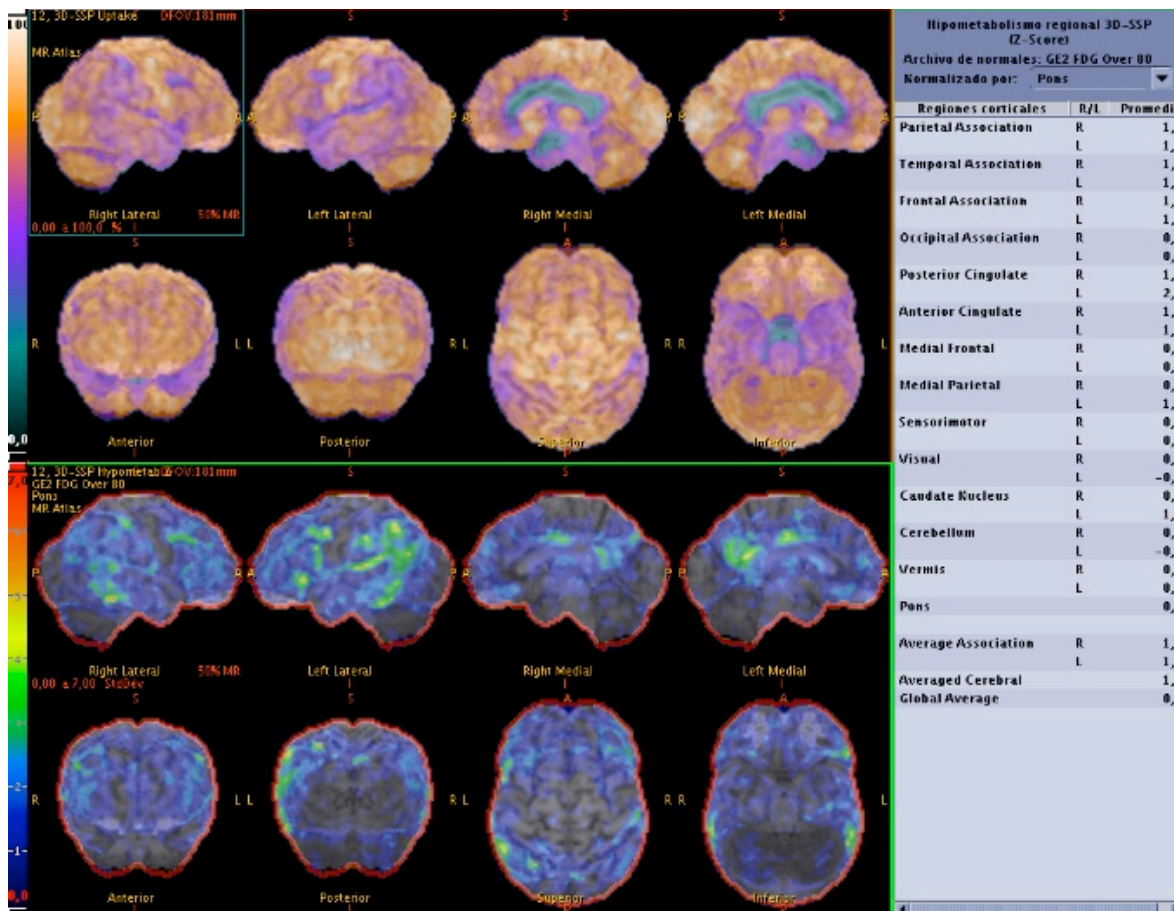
Mismo paciente de la imagen anterior, se realizó PET/CT con FDG. Se observa gran hipometabolismo en el cíngulo posterior izquierdo y lóbulo temporal izquierdo, compatible con enfermedad de Alzheimer.
